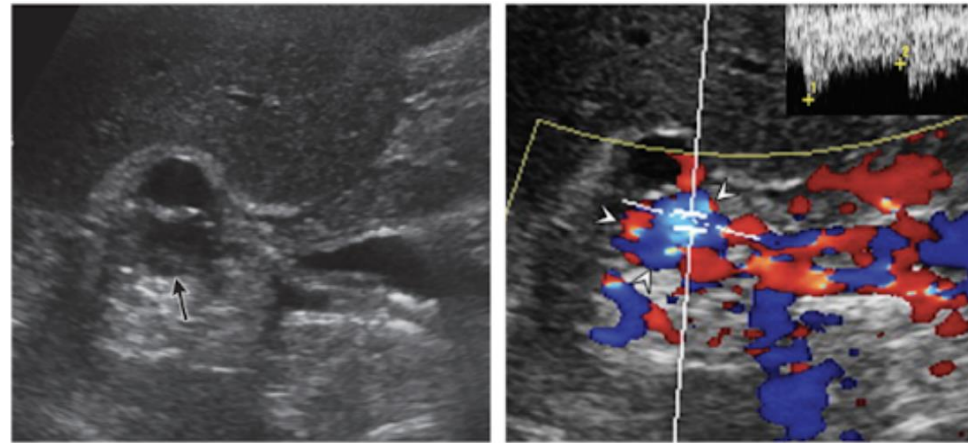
La ecografía en escala de grises muestra una masa quística (flecha) ubicada en la parte periférica del riñón. (b) La ecografía Doppler color muestra un patrón en mosaico y una forma de onda arterial en la lesión quística (puntas de flecha), lo que sugiere una fístula AV.¹
